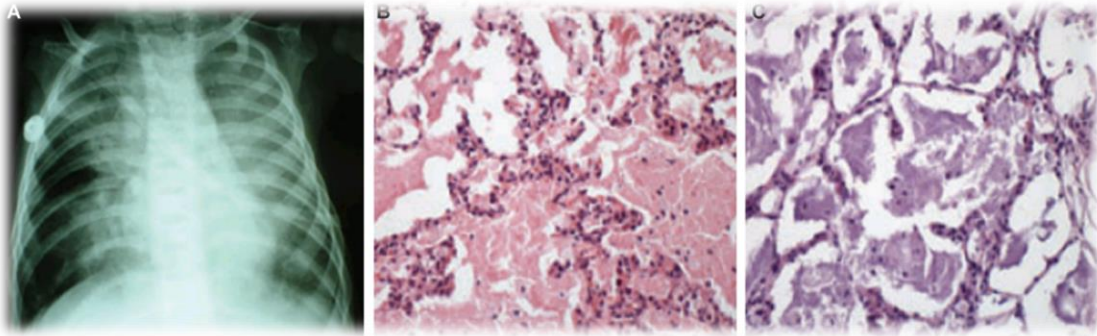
Imágenes de un paciente con NP-C2. Imagen A: Radiografía de tórax en la que se aprecia la opacidad pulmonar. Imagen B: Imagen histológica de una biopsia de pulmón de afecto de NP-C2 teñida con hematoxilina-eosina. Imagen C: Biopsia de pulmón del mismo sujeto, teñida mediante PAS (ácido periódico y Schiff). Imagen publicada por Griese et al. 2010.
